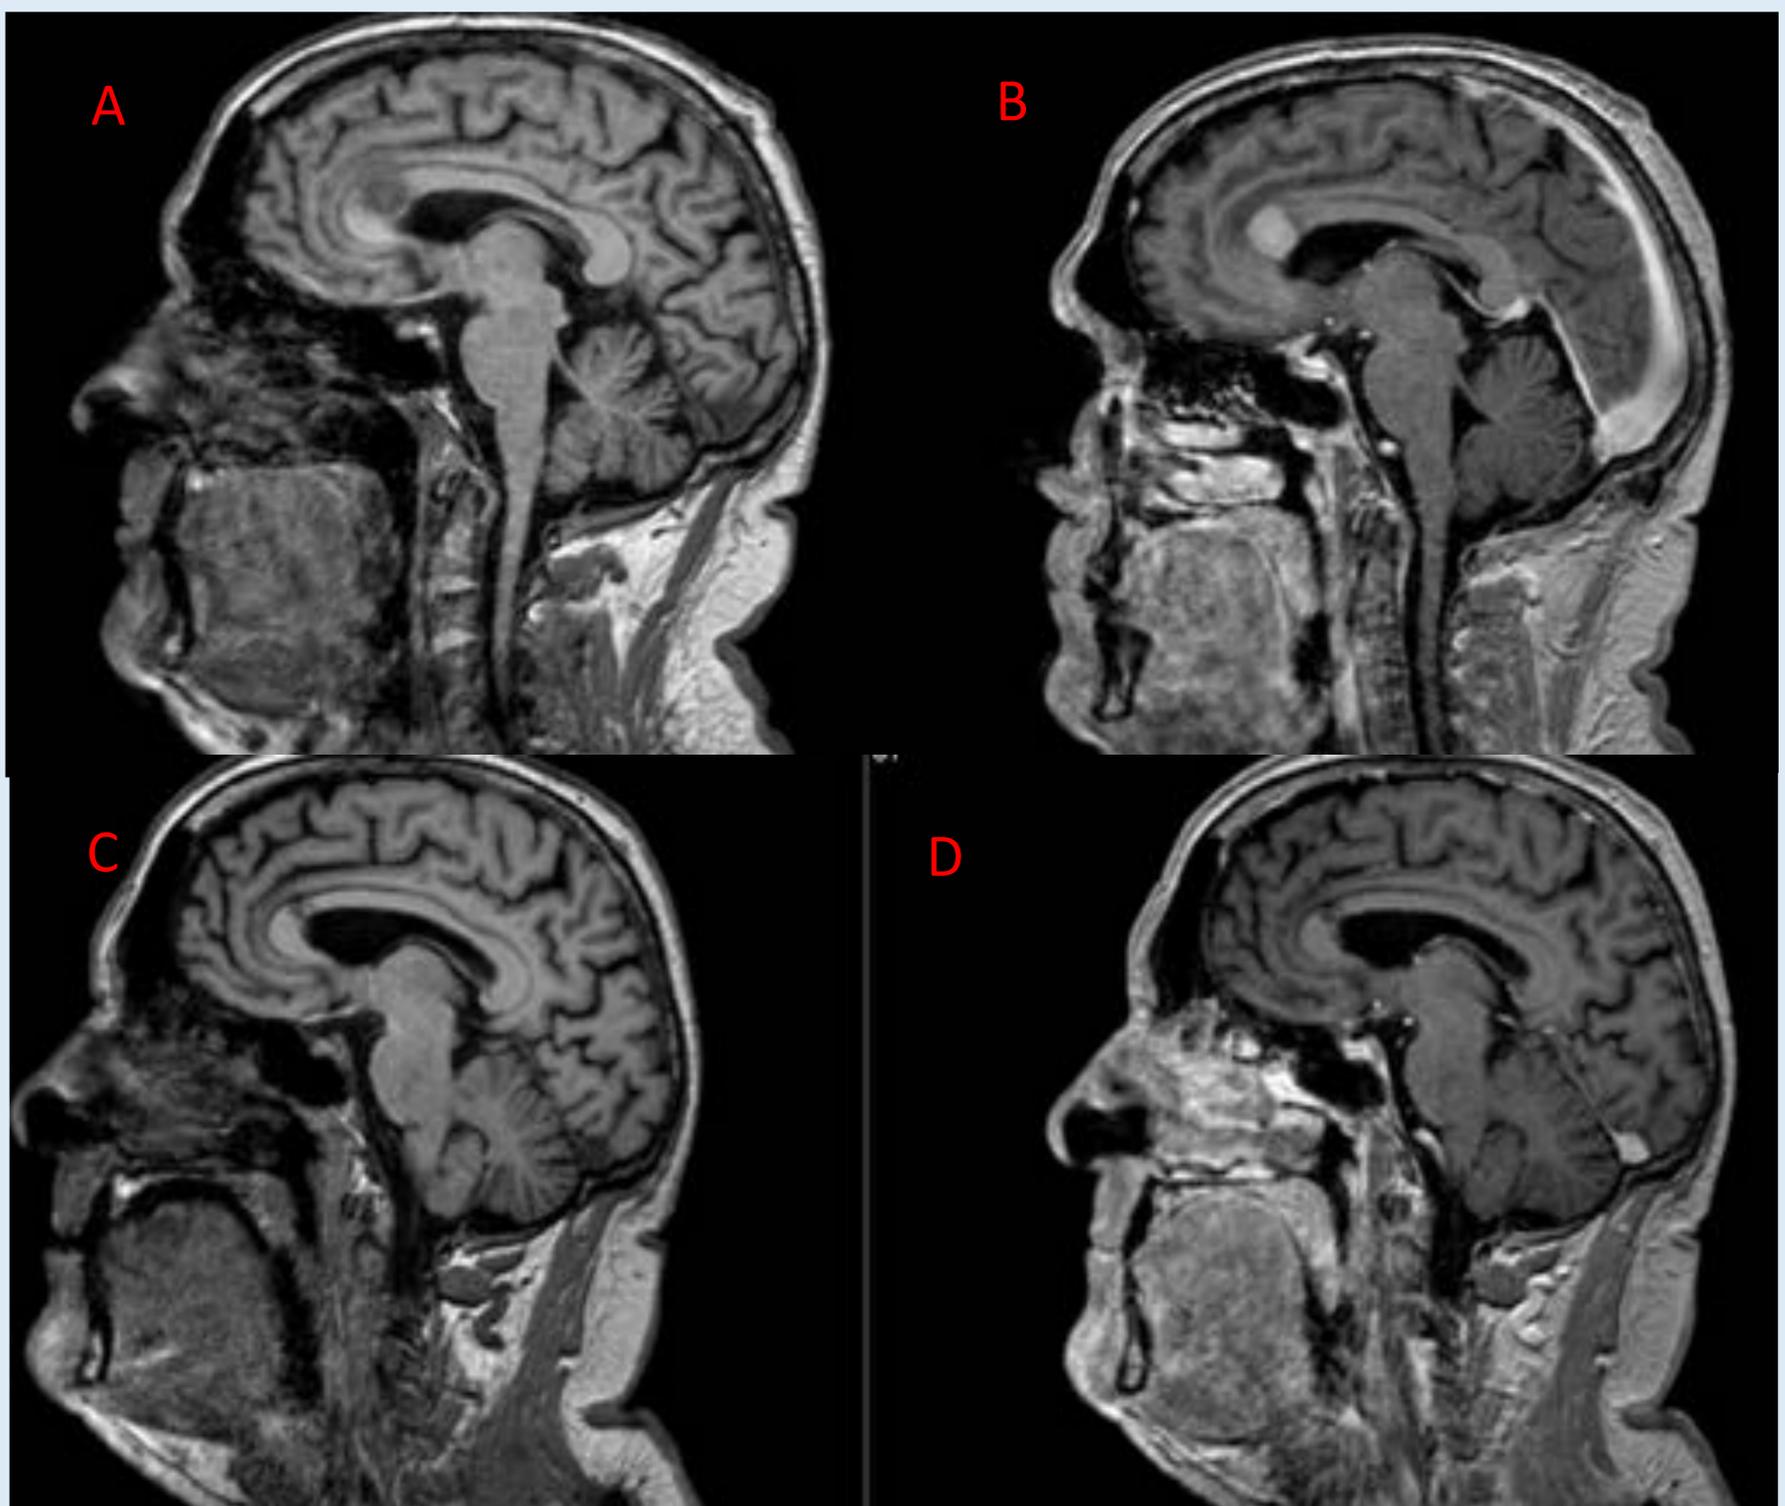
RMN craneal de paciente con diagnóstico de LPSNC, cortes T1 sagitales sin (A) y tras administración de gadolinio (B). Se objetiva lesión en rodilla del cuerpo calloso derecha, que realza tras gadolinio. Mismo paciente tras QT(C), en el que se objetiva mejoría radiológica franca de la lesión y ausencia de realce tras gadolinio (D), realizándose transplante.
